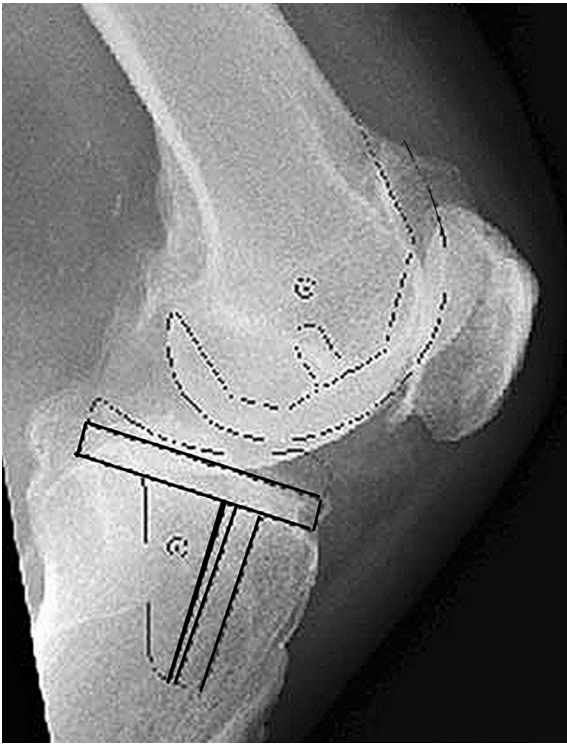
Preoperative templating radiograph of an osteoarthritic knee joint.
